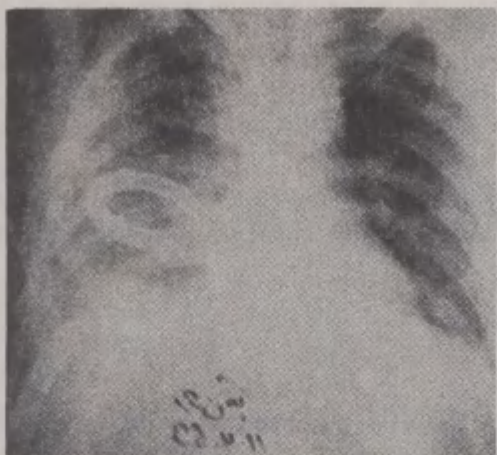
Рентгенограмма того же раненого (см. рис. 24). Широкая тень средостения. Затемнение правой половины груди. Дренажи в плевральной полости.
